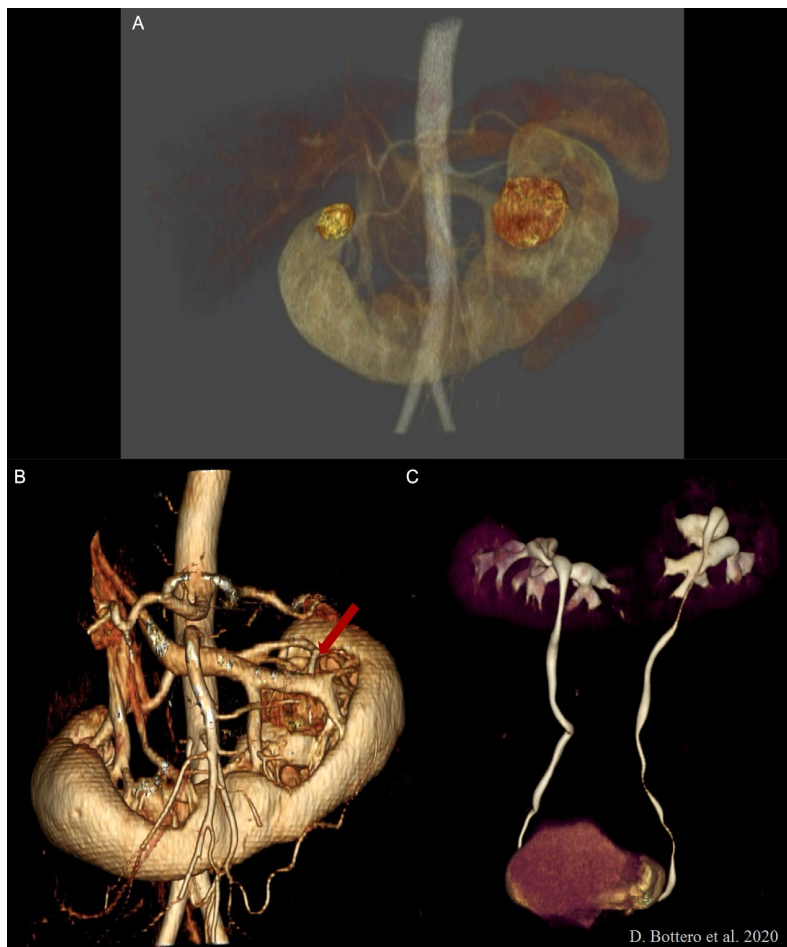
Сканы различных фаз компьютерной томографии из статьи D. Bottero [45] (описание в тексте)
